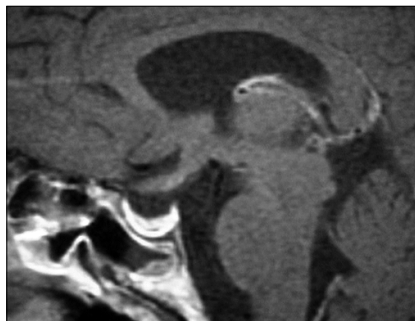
RMN postoperatoria.
